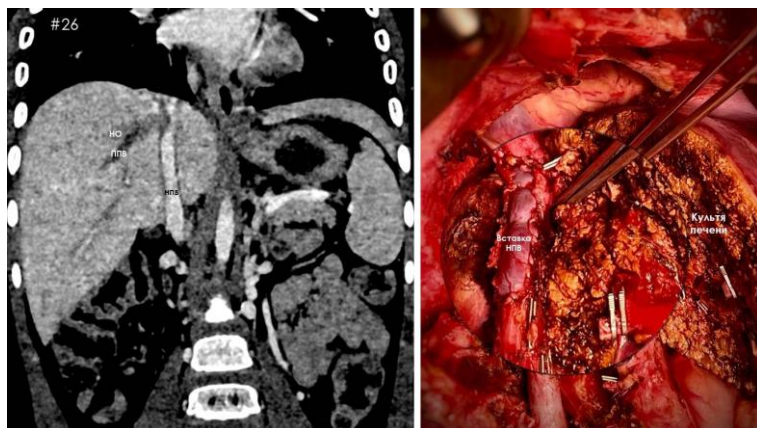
Наблюдение #26. Гепатобластома правой доли печени, опухолевый тромб ППВ, нижней полой вены. Компьютерная томограмма (слева); интраоперационная фотография (справа)
